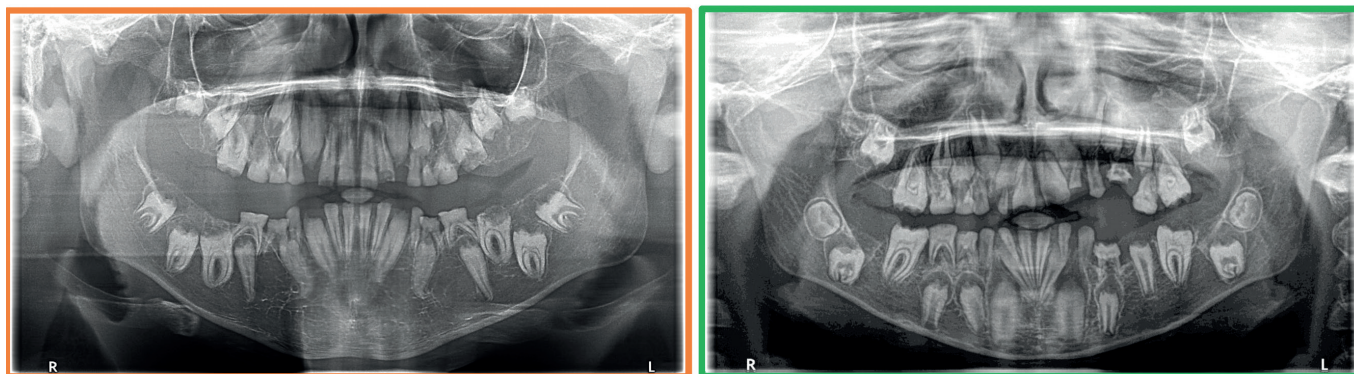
Radiografías panorámicas de ambos hermanos, donde se aprecia una radiolucidez similar del esmalte y la dentina, la calcificación pulpar de varios dientes y la alteración del patrón de erupción normal.
